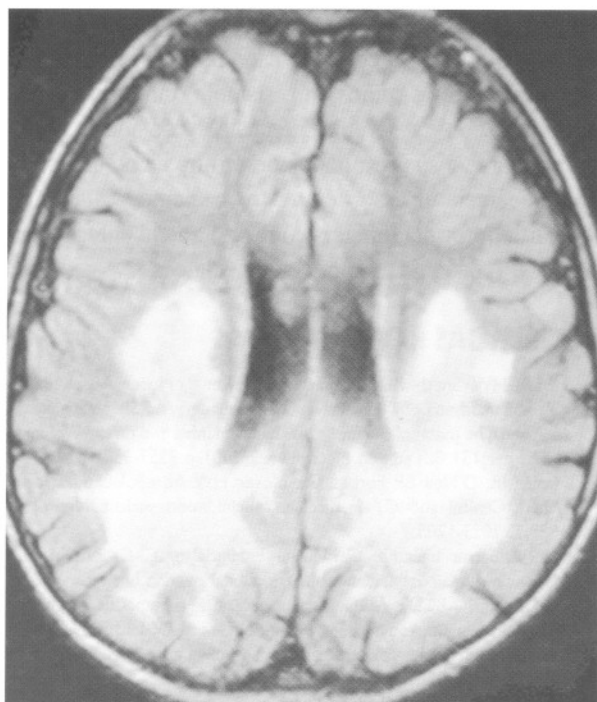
RMN FLAIR: edema localizado en la zona parietooccipital.
